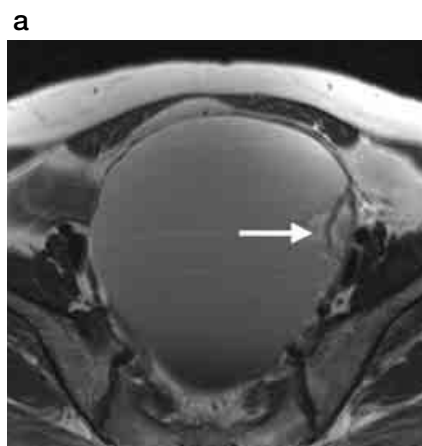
a:T2WI;b:DWI (白黒反転表示), 内膜性嚢胞の悪性転化による卵巣癌。壁在する結節部がDWIにて強い高信号を呈し, 悪性転化が示唆される。
